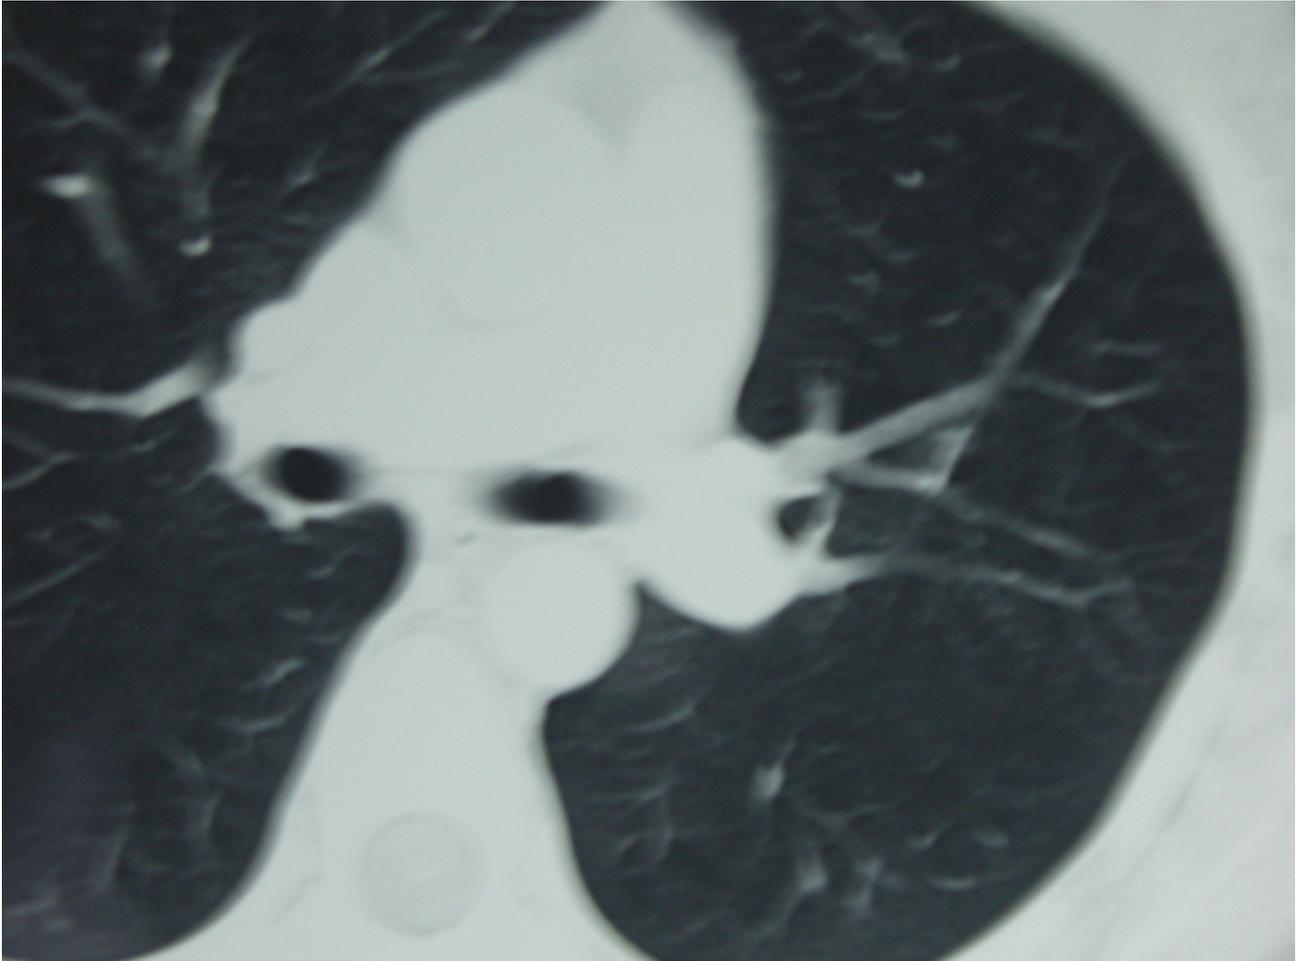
scansione di una TAC torace successiva che mostra la scomparsa del nodulo metastatico (di origine mammaria) che era presente nel polmone sinistro prima dell'inizio del trattamento. In altre scansioni erano presenti altri noduli polmonari bilateralmente, tutti completamente regrediti dopo 16 mesi dall'avvio della terapia descritta nel testo.
